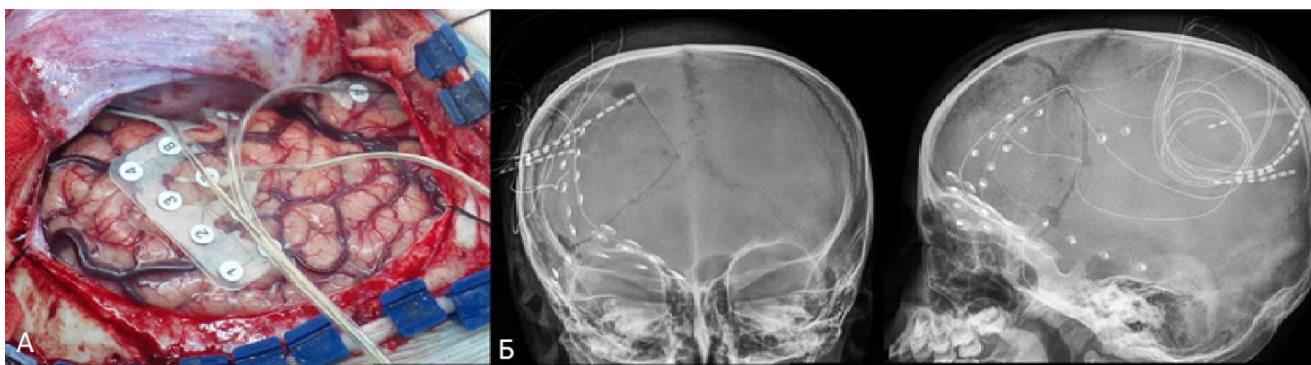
Имплантация субдуральных электродов на конвекситальную и базальную кору правой лобной доли. А – интраоперационная фотография (обширная краниотомия); Б – рентгенограммы черепа во фронтальной и сагиттальной плоскостях с электродами
